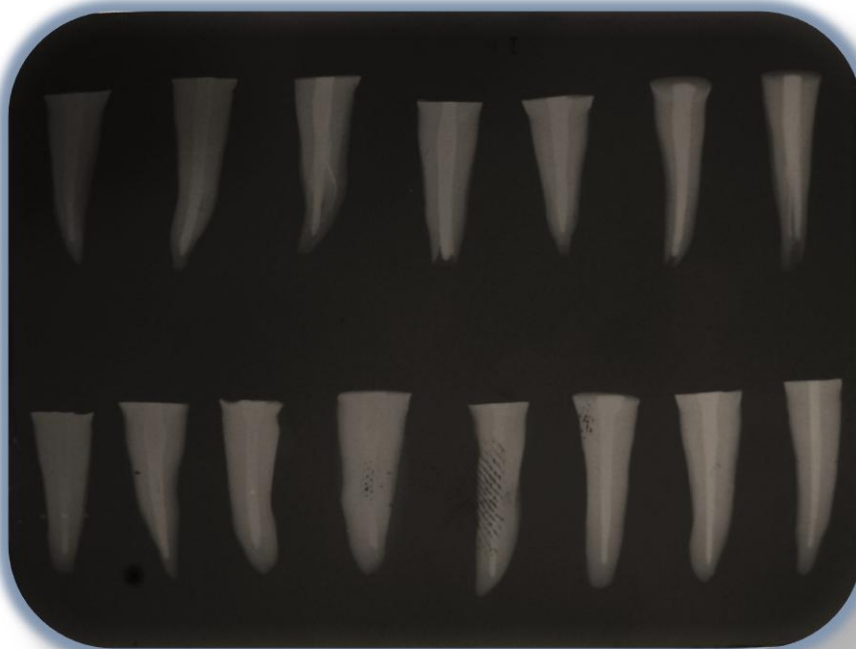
Radiografía vestibulo-lingual de los dientes endodonciados y cortados.
